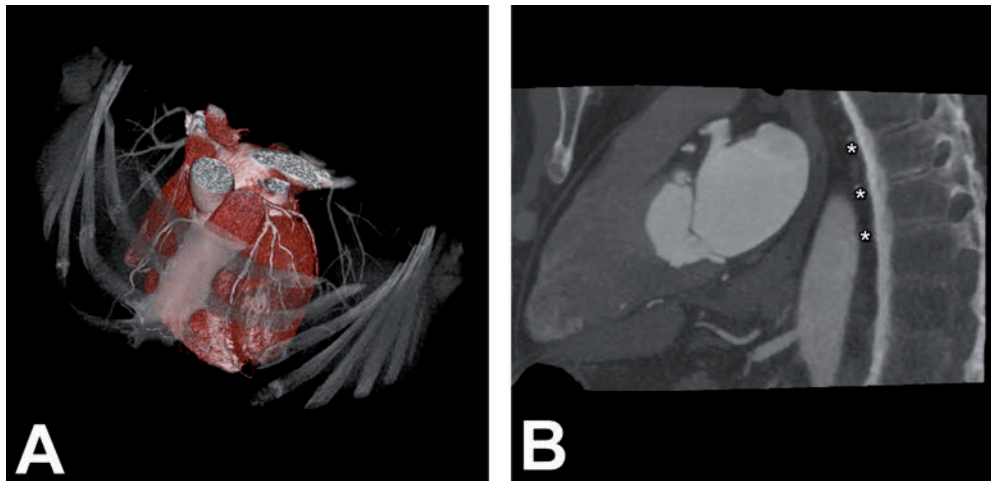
Ankylosierende Spondylitis mit Bambuswirbelsäule (Sternchen) bei einem 68-jährigen Patienten mit atypischer Angina pectoris. Eine stenosierende KHK konnte ausgeschlossen werden, jedoch zeigten sich in der CT die Wirbelsäulenveränderungen im Rahmen der bereits bekannten ankylosierenden Spondylitis. Die Befunde sind dargestellt als 3D-Rekonstruktion (A) und in sagittaler Schichtung mit 3 mm Schichtdicke auf vergrößertem Bildausschnitt mit Weichteilfensterung und sagittaler MIP-Rekonstruktion (B).
